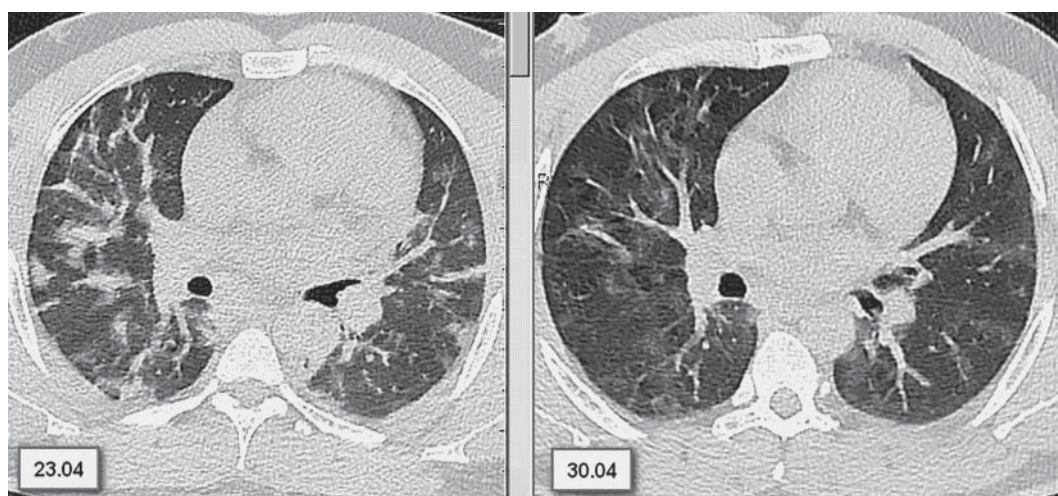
Natural dynamic of CT symptoms. In the first CT scan dated April 23, 2020, multiple bilobar polysegmental sections of lung tissue consolidation were determined. In the control CT scan dated April 30, 2020, “spreading” of the consolidation sections and predominance of GGO zones were observed.
